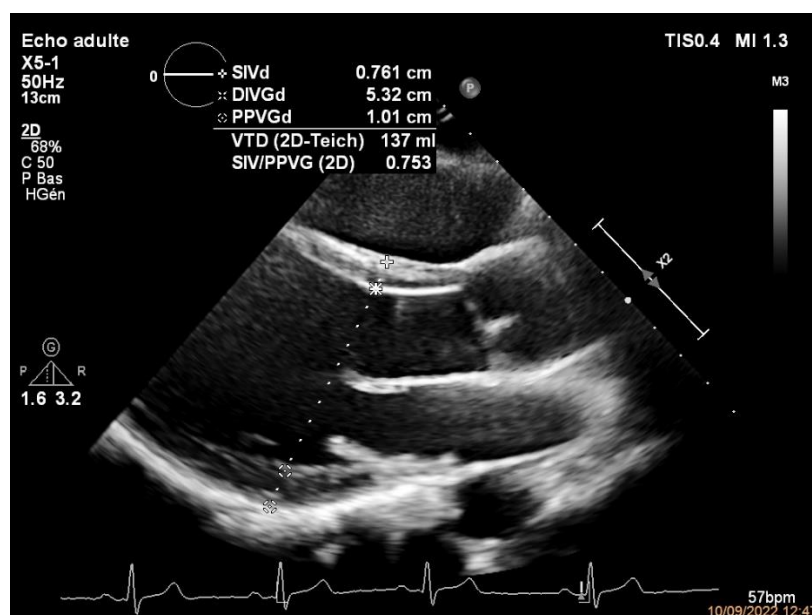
Mesure échographique de la masse ventriculaire gauche en mode 2D
